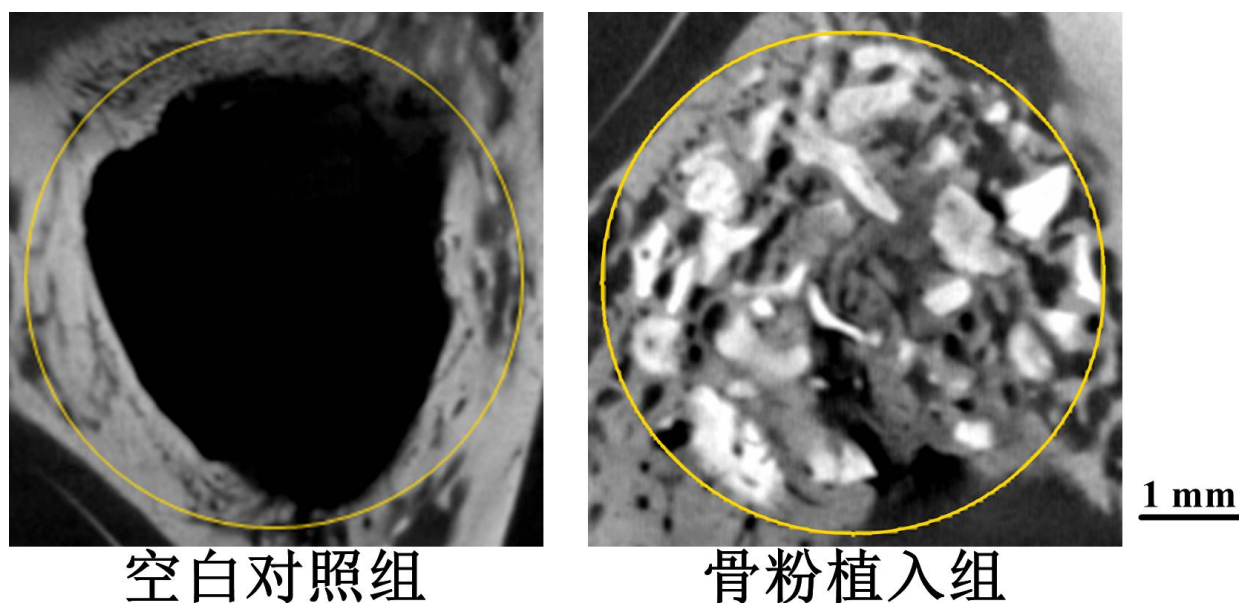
显微 CT 展示大鼠下颌角骨缺损处口腔煅烧骨粉的成骨能力。
